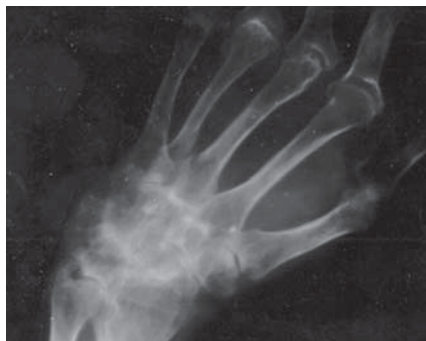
Рентгенограма ПЗС при РА II стадії III фази.
